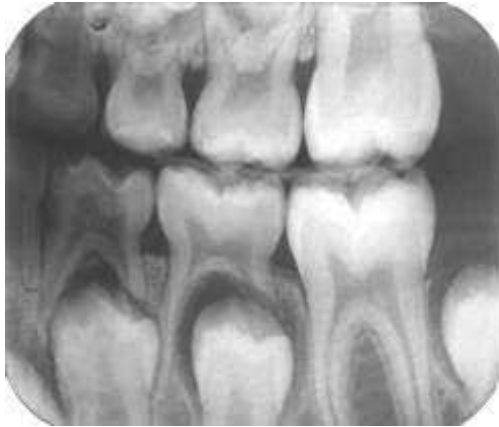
Radiografía de aleta de mordida. ¹²
